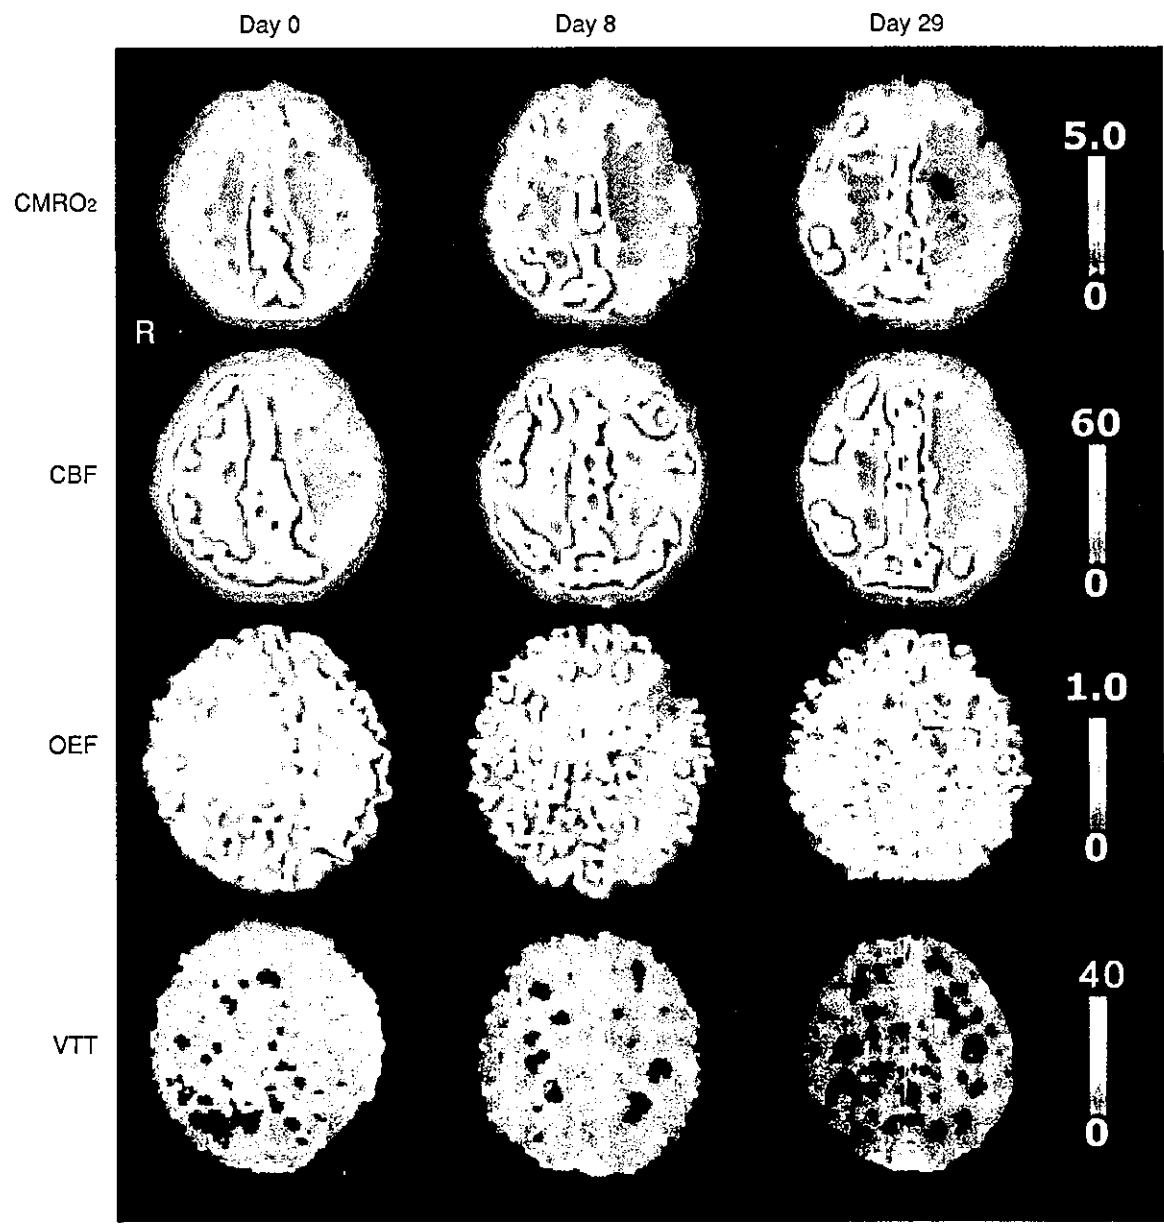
左中大脳動脈分枝閉塞の 61 歳、女性における PET 所見の経時的変化
